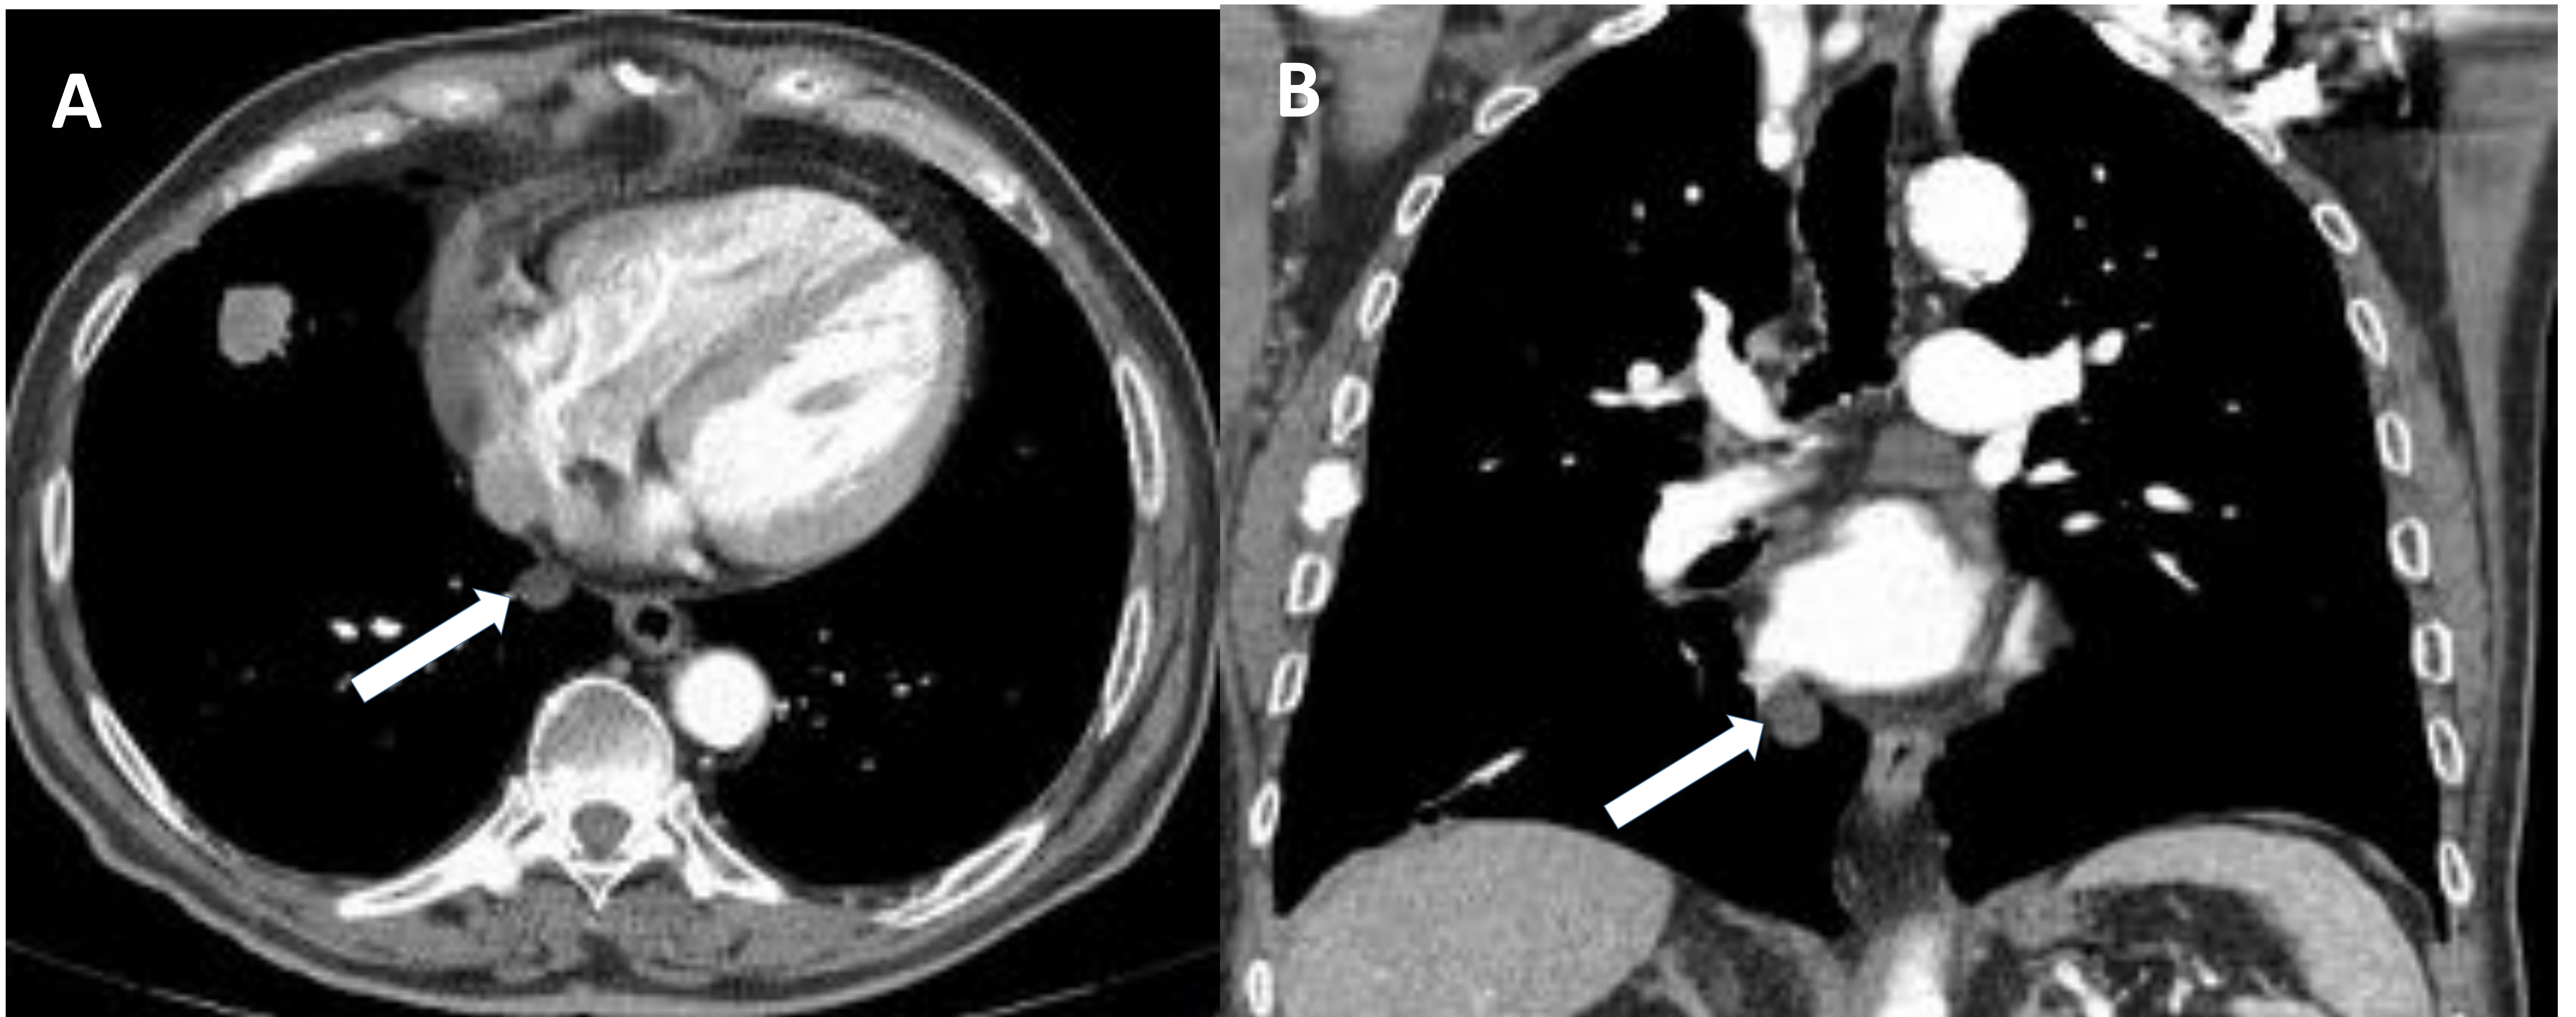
A) TC torácica axial con CIV en la que se observa una imagen redondeada de localización paracardíaca derecha (flecha), correspondiente al receso pericárdico venoso pulmonar derecho. B) Plano coronal en el que se observa dicho receso (flecha).
